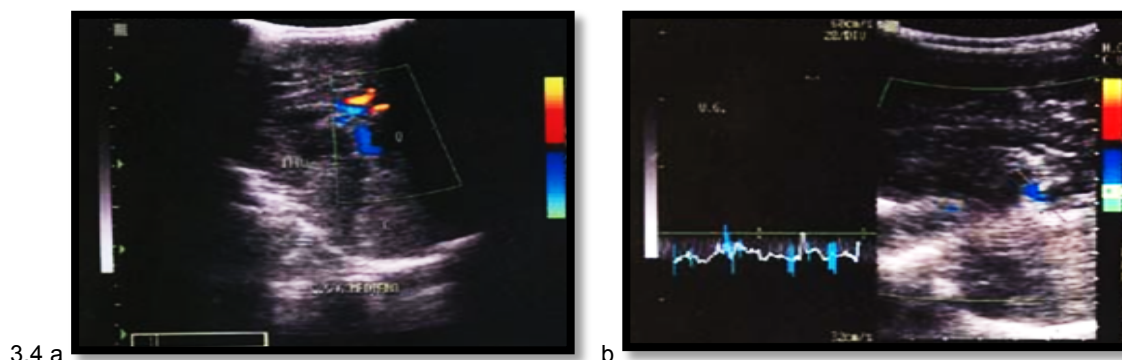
Exploración de las venas cerebrales por ecografía Doppler. a: Por vía transfontanelar anterior, en proyección parasagital junto a la línea media es posible identificar las Venas Cerebrales Internas. b: inclinando el transductor hacia un lado y otro antes de su unión para formar la Vena de Galeno.
